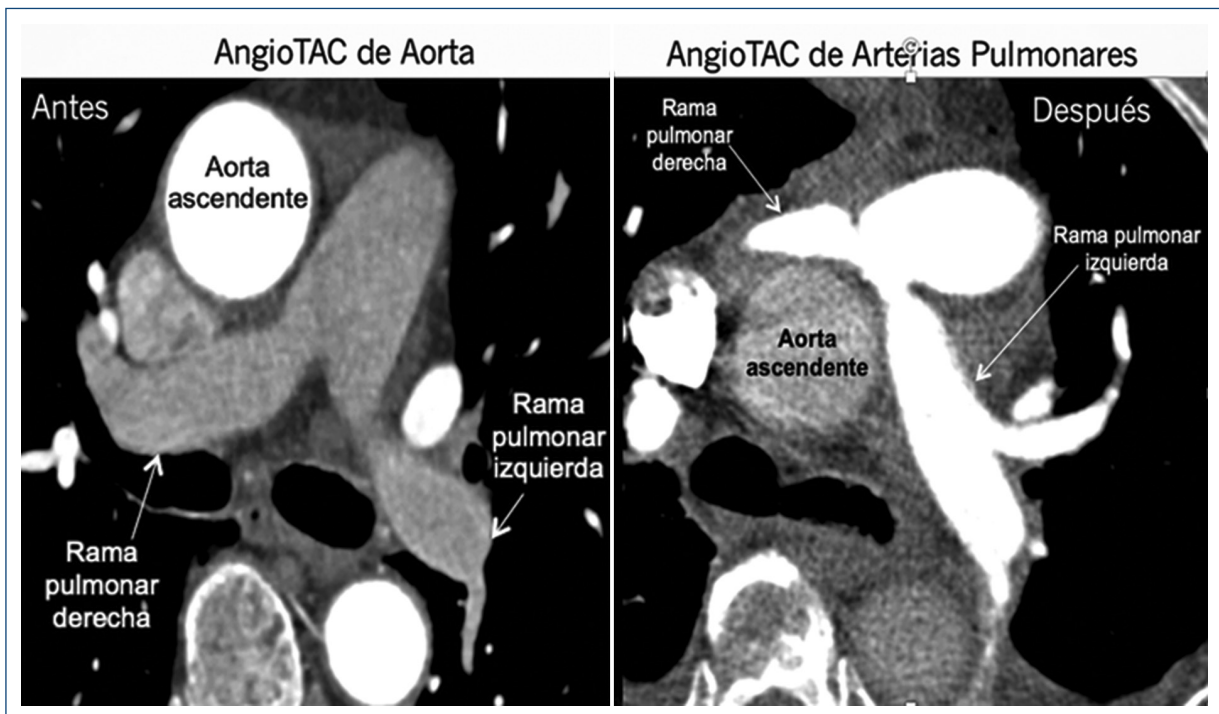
Comparación de Angio TAC de aorta con Angio TAC de arterias pulmonares, antes y después de la cirugía donde se aprecia el cambio en la implantación de la rama derecha de la arteria pulmonar, quedando ahora con curso anterior a la aorta.
